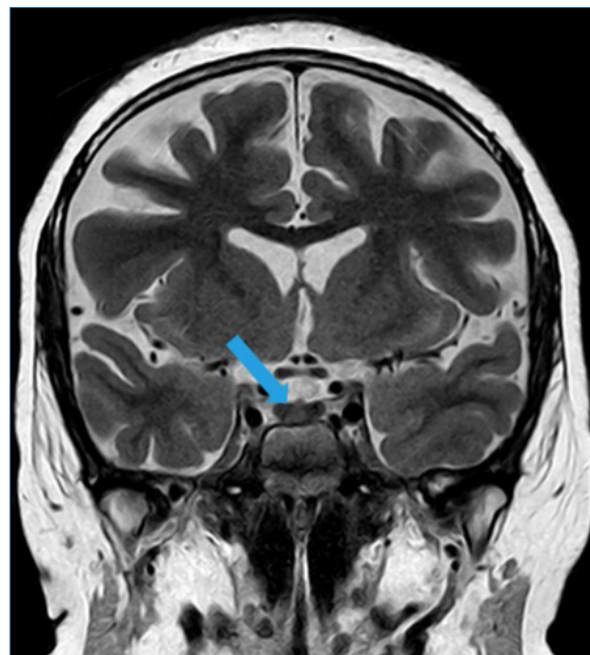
Resonancia magnética craneal (T2). Nódulo hiperintenso de 5 mm en la adenohipófisis.
